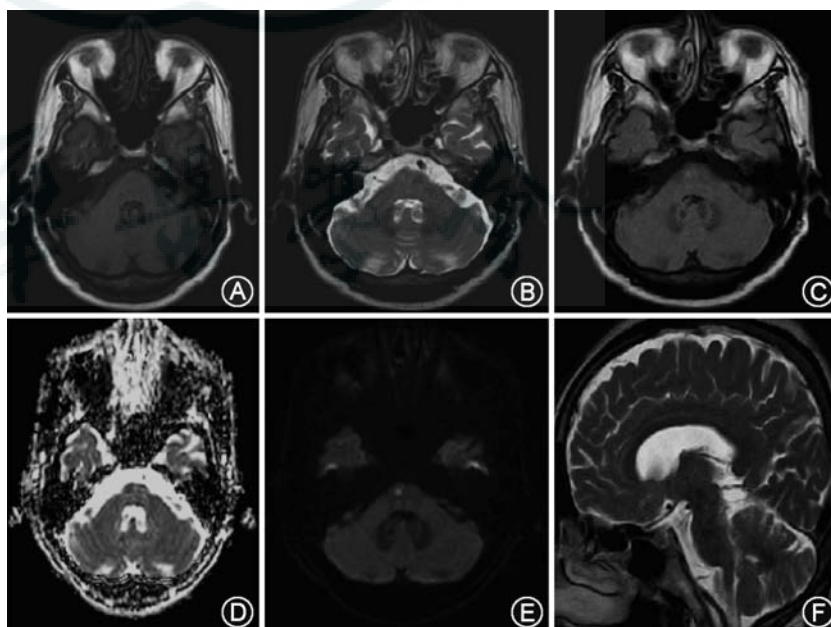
患者头颅磁共振检查 A: T₁WI 示右侧脑桥腹内侧呈稍低信号影, B: T₂WI 示右侧脑桥腹内侧呈稍高信号影, C: FLAIR 示右侧脑桥腹内侧呈高信号影, D: ADC 示右侧脑桥腹内侧呈斑点状低信号影, E: DWI 示右侧脑桥腹内侧可见斑点状高信号影, F: 矢状位示右侧脑桥腹内侧呈稍高信号影
